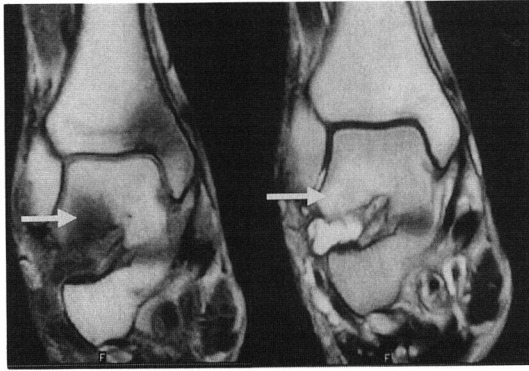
At coronal section of right ankle joint MRI the lesion shows the low signal intensity on a T1-weighted image(left side) and high signal intensity on a T2-weighted image (right side) at the body of talus.
